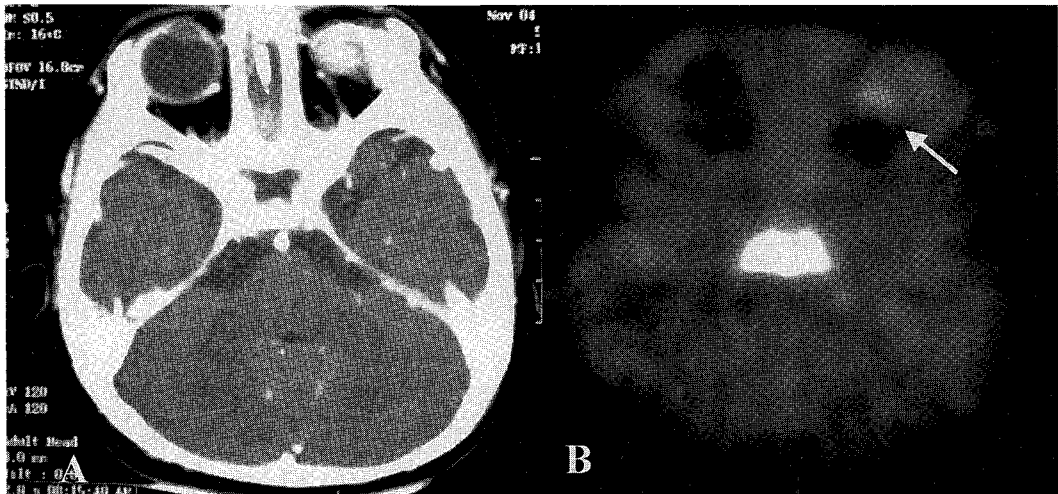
A calcified lesion was observed in left eyeball of 6 month-old male (patient 9) on orbit CT (A). On ¹⁸F-FDG PET scan, high FDG uptake was observed in the posterior wall of left eyeball without FDG uptake in the calcified portion (B). The lesion was proved to be a retinoblastoma on biopsy.
